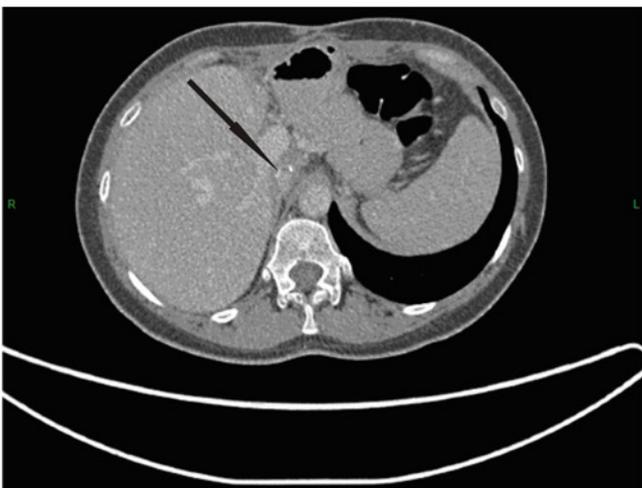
Компьютерная томограмма, венозная фаза. Рубцовые изменения в зоне операции через 1 год. Участки яркого сигнала от аортального гомотрансплантата (указан стрелкой). Просвет НПВ сужен.
